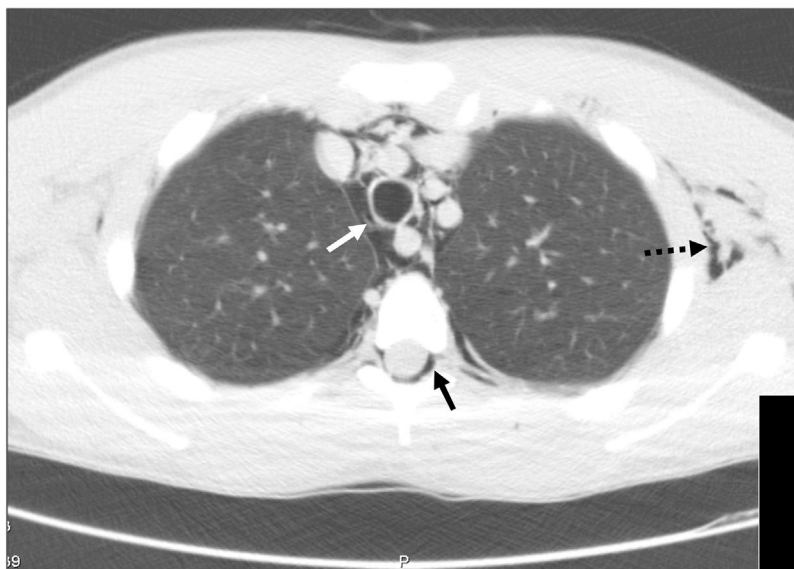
Tomografía computarizada donde se aprecia aire en el canal neural (neumorraquis, flecha negra), neumomediastino con aire alrededor de los vasos (flecha blanca) y enfisema subcutáneo a la izquierda (flecha discontinua).
